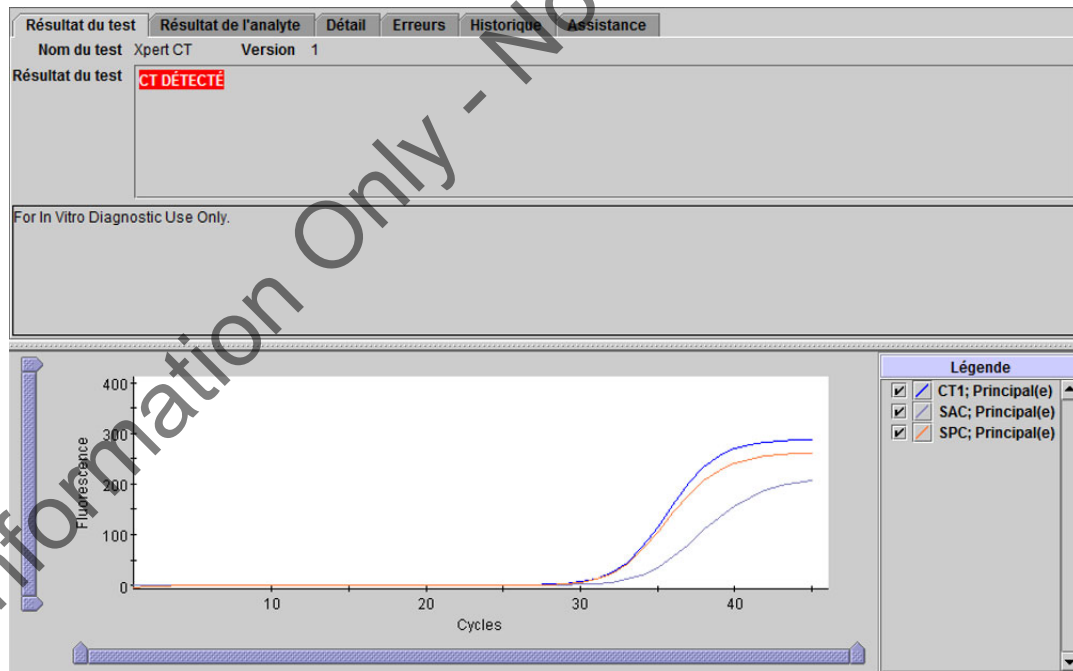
Xpert CT - CT détecté
